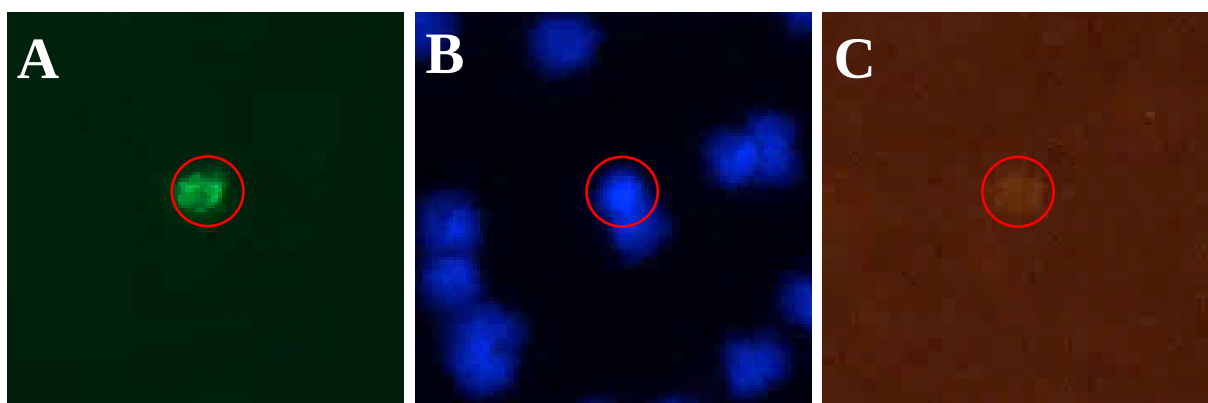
Snímky z přístroje CytoTrack CT11TM. Červené kolečko označuje jednu z 46 detekovaných CTC v krevním vzorku pacienta. Detekovaný fluorescenční signál buňky značené protilátkou anti pan-cytokeratin (A), vyznačené jádro detekované buňky pomocí DAPI (B), silný signál nádorové buňky značený anti-EpCAM protilátkou (C). Zvětšení 20x.
